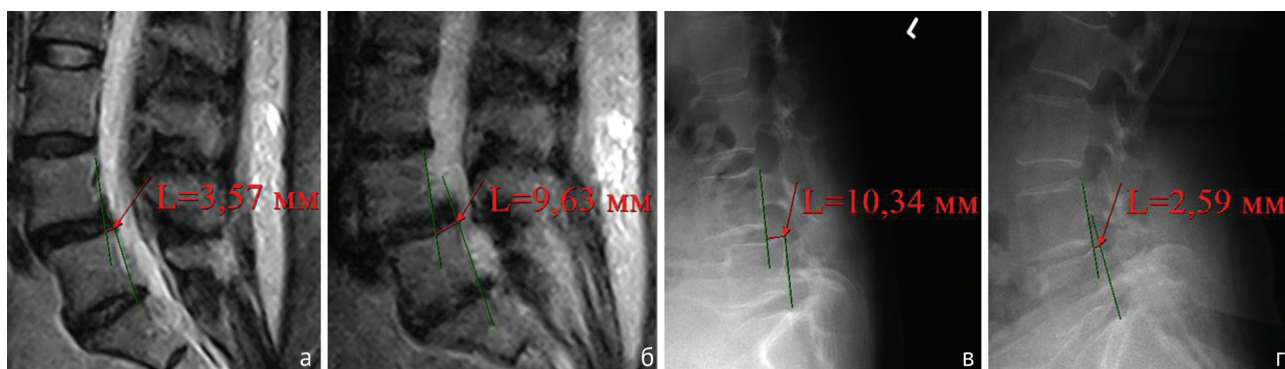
МР-томограммы (Т2-ВИ) поясничного отдела позвоночника в сагиттальной плоскости: а – в положении лежа; б – в вертикальном положении. Рентгенограммы поясничного отдела позвоночника в боковой проекции: в – в положении сгибания; г – в положении разгибания. Величина смещения позвонков при функциональной нагрузке, полученная при рентгенографии и МРТ, сопоставима
